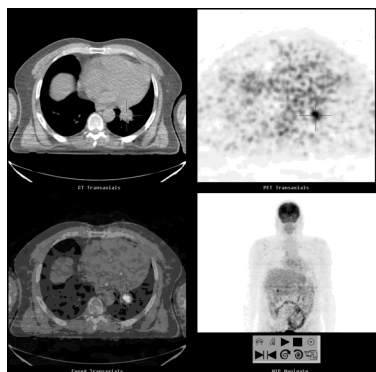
Doente com antecedentes de cancro do pulmão com lesão nodular com hiperacumulação anómala de FDG-F18 compatível com recidiva.
